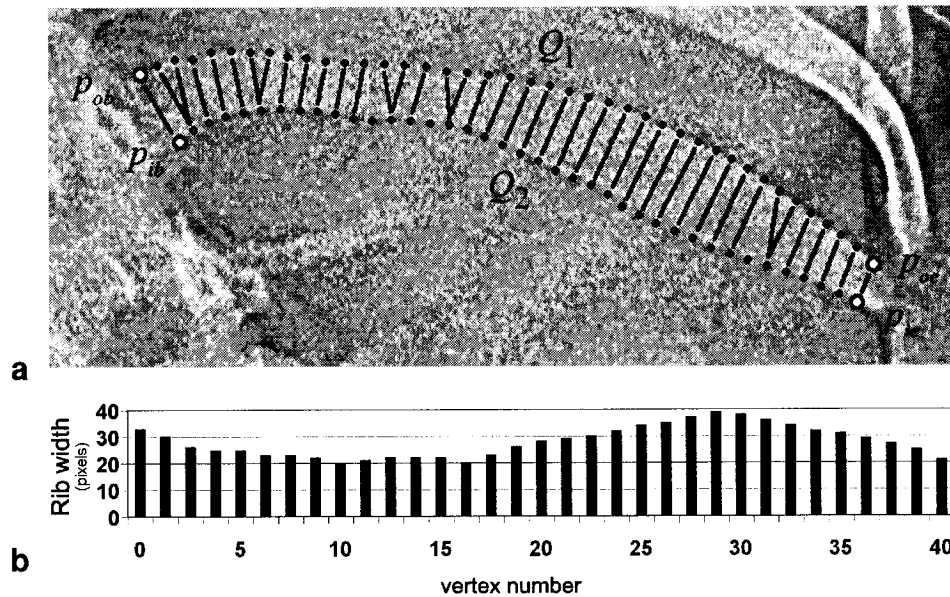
Simple width function. a) Radiographic rib on which lines show the computed distances to form the rib width function. b) The associated rib width function $\Gamma(k)$.
